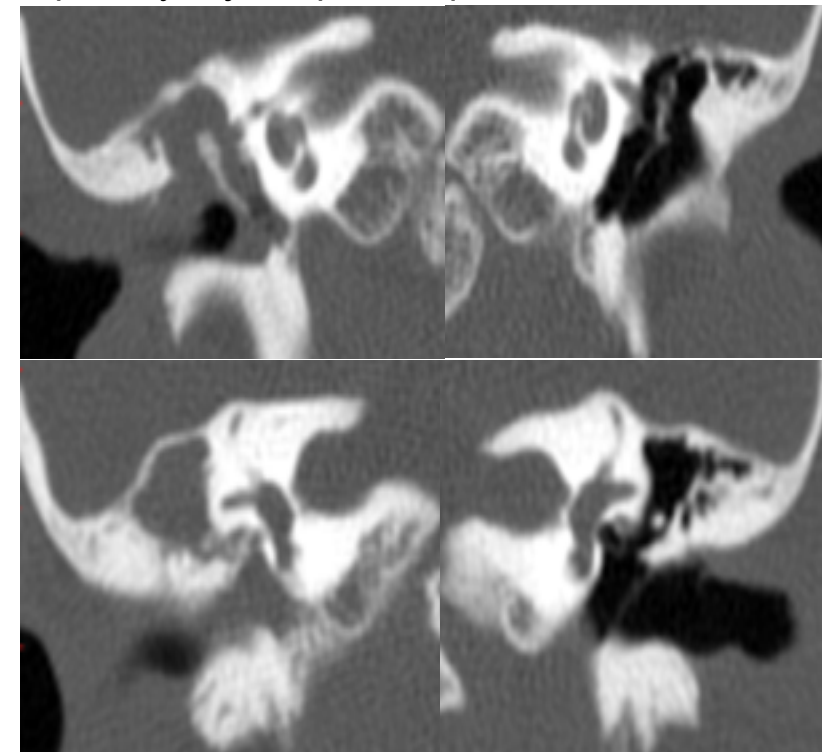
TC en cortes coronales que muestra densidad de tejidos blandos ocupando mesotímpano, epitímpano y antro mastoideo.
